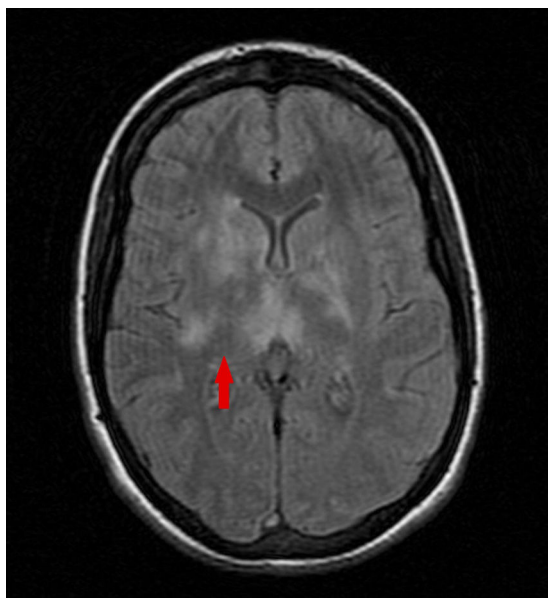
RM cerebral; secuencia fluid-attenuated inversion recovery (FLAIR) transversal; lesiones de hiperintensidad de señal ganglios de la base y sustancia silviana profunda bilateral.
